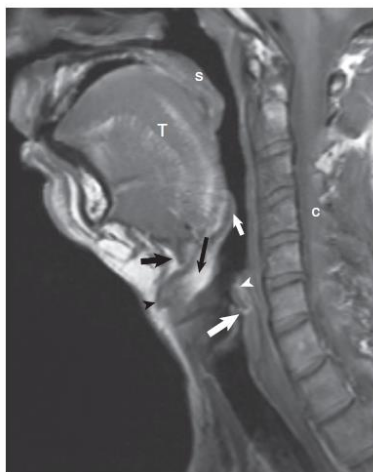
Normal anatomy of the midsagittal plane on magnetic resonance imaging. Epiglottis (white arrow), fat-containing preepiglottic space (black arrow), extrinsic strap muscles (black arrowhead), arytenoid cartilages and muscles (white arrowhead), hyoid bone (large black arrow), and cricoid cartilage (large white arrow) are shown. The soft palate (s), tongue (T), and spinal cord (c) are also shown.
